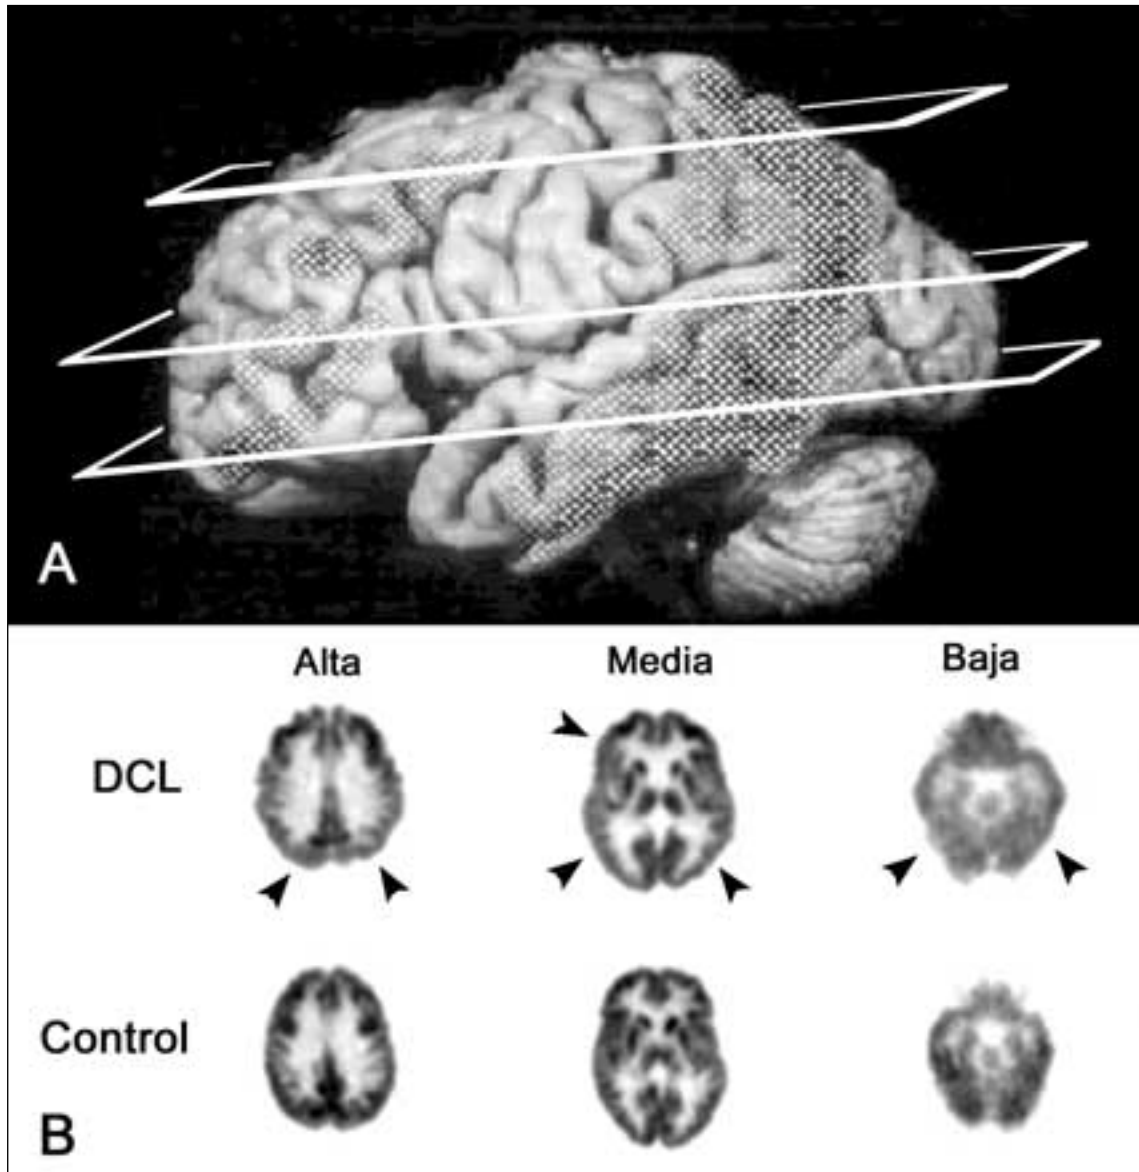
(A) Densidad regional de placas y ovillos en una muestra de pacientes con enfermedad de Alzheimer²². La densidad está representada en la cara lateral del hemisferio cerebral izquierdo y es máxima en corteza de asociación temporoparietal. (B) PET con fluorodeoxiglucosa de persona de 71 años con defecto cognitivo ligero (DCL) y control sano. La persona con DCL tenía alteración en funciones mnésicas, con preservación de la función en el resto de las áreas cognitivas. Se presenta una selección de secciones axiales (3 de 15 que tiene el estudio completo) a los niveles indicados en (A). Secciones identificadas como alta, media, y baja. Nótese el hipometabolismo (flechas) en las regiones con máxima densidad de placas y ovillos. En la zona temporal media de ambos hemisferios, visible en la sección baja, es donde se ve la diferencia más marcada de metabolismo entre DCL y control. Esta zona no se ha marcado en la sección, para evitar oscurecer las estructuras vecinas.
